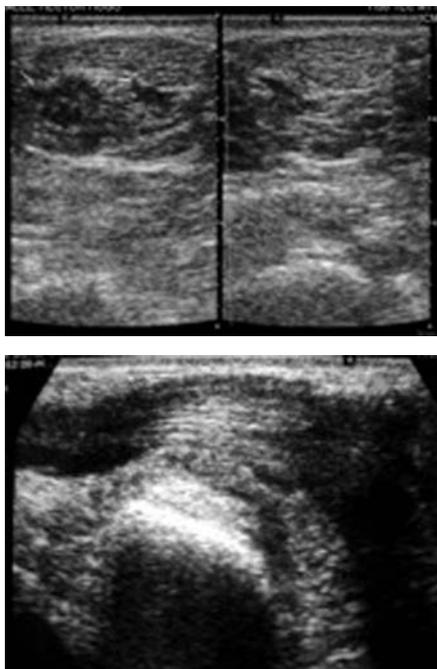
Imágenes de ultrasonido donde se muestra el tendón aumentado de tamaño y líquido periférico.
